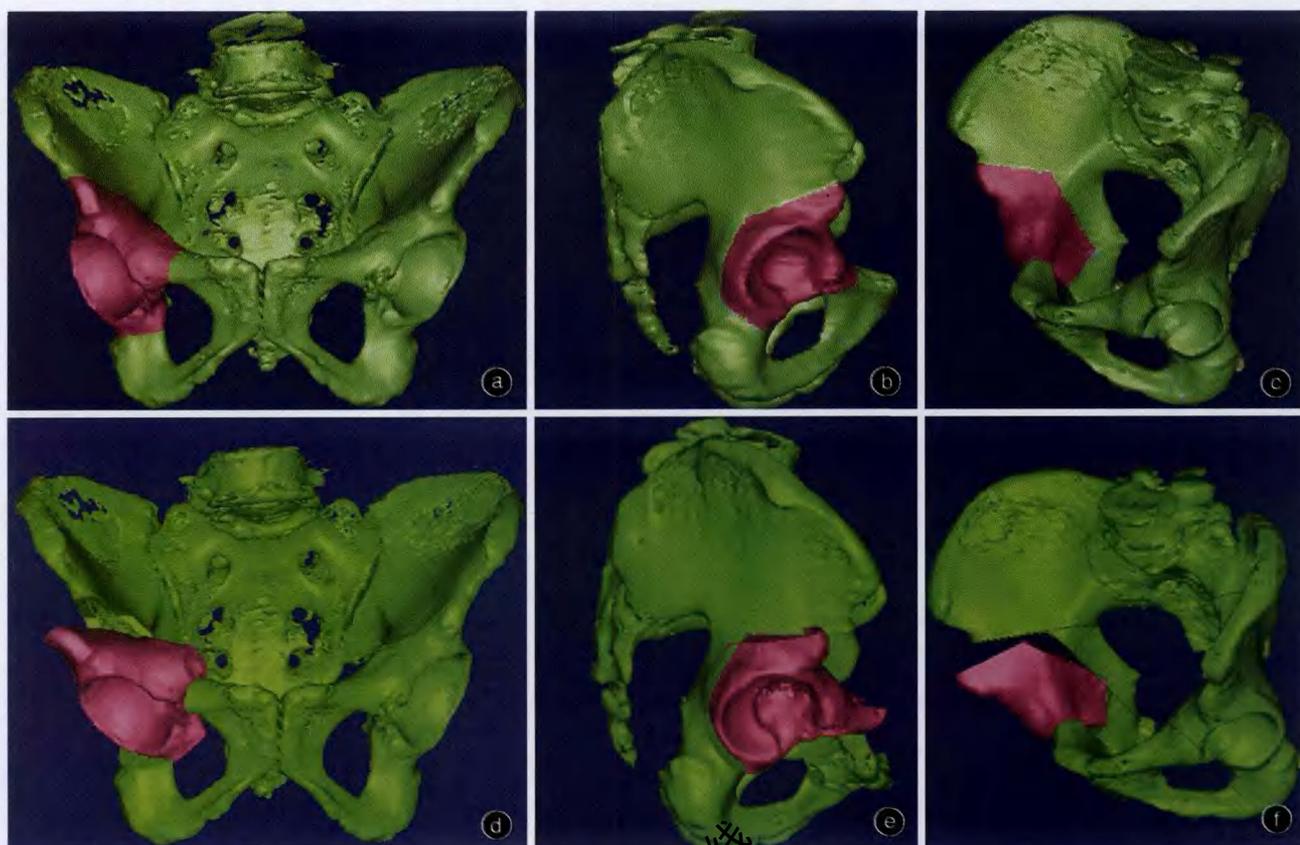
三维CT模拟髋臼周围截骨术 a 红色区域为髋臼截骨块 b 内观 c 内观 d 髋臼截骨块向前外侧旋转 e 旋转后外侧观,可见髋臼后柱完整 f 旋转后内观
